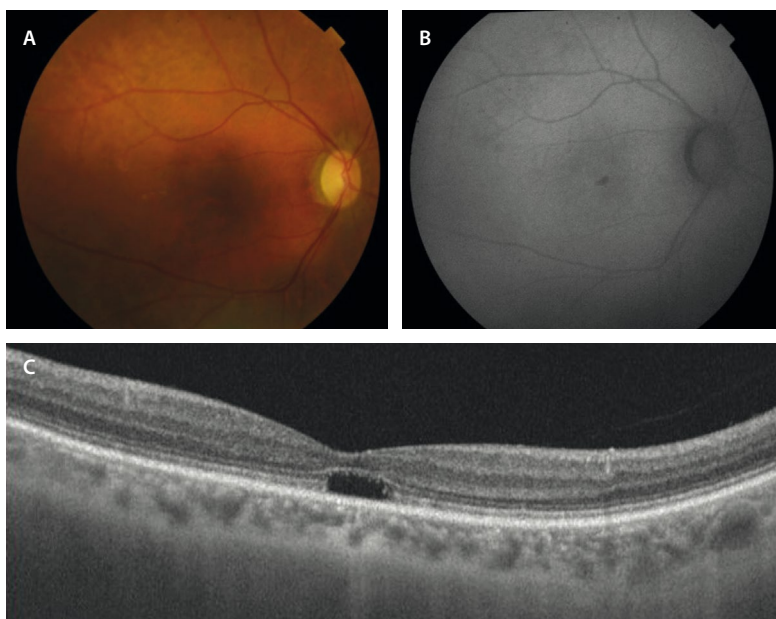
Acromatopsia congénita completa. A) En la retinografía se observan leves cambios pigmentarios a nivel foveal. B) En la autofluorescencia se aprecia una hipoautofluorescencia central que se corresponde con la pérdida de la zona de los elipsoides e interdigitación del epitelio pigmentario de la retina a nivel foveal en la tomografía de coherencia óptica (cavitación foveal) (C).
